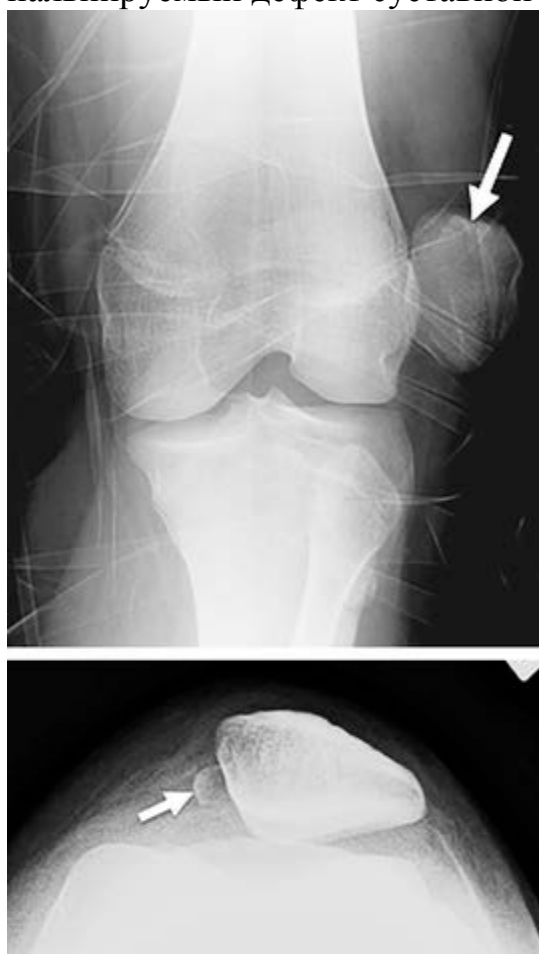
Рентгенограмма 15-летнего пациента с травматическим вывихом надколенника. В переднезадней проекции - наружный вывих надколенника (стрелка). На аксиальной проекции - перелом (стрелка) медиального края надколенника.
